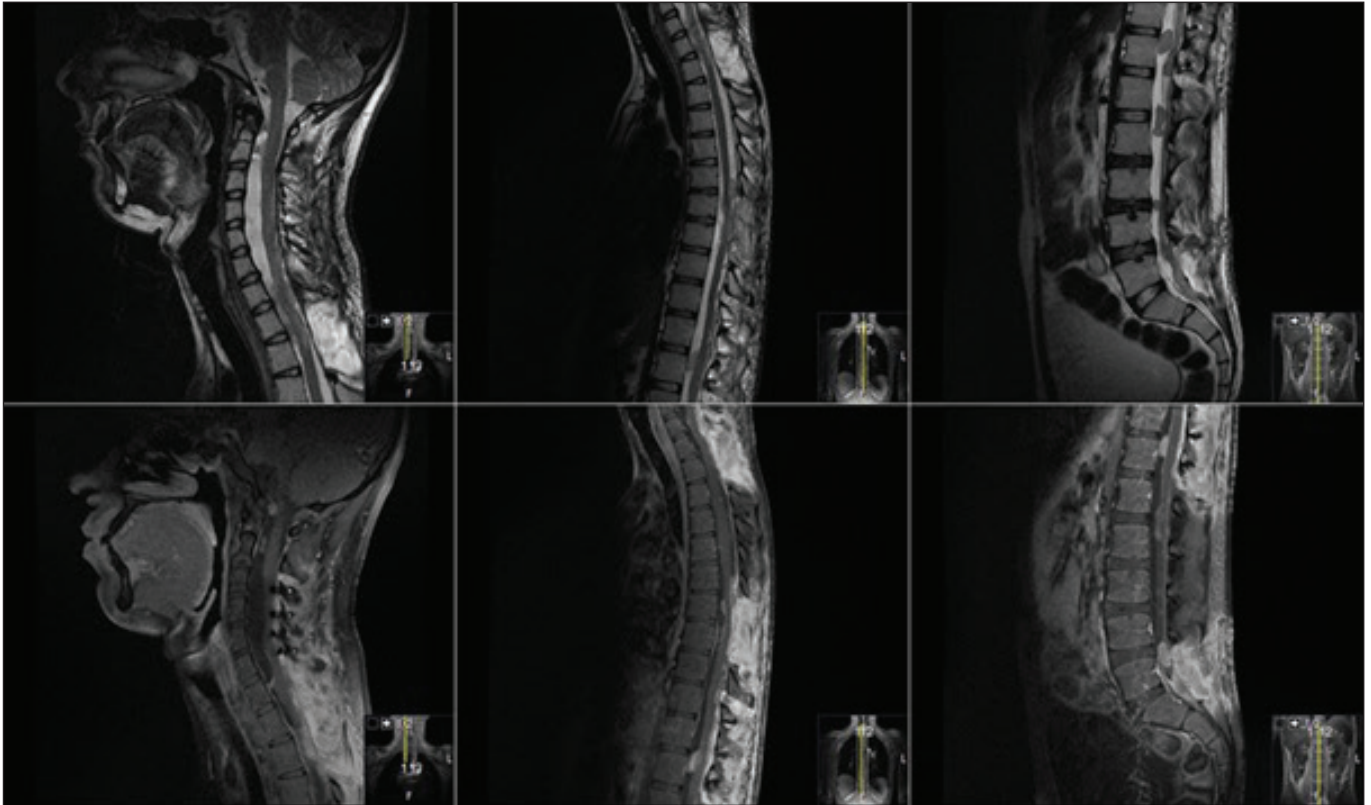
Spinal ependimom preop MRG görüntüleri (Olgu 3).
